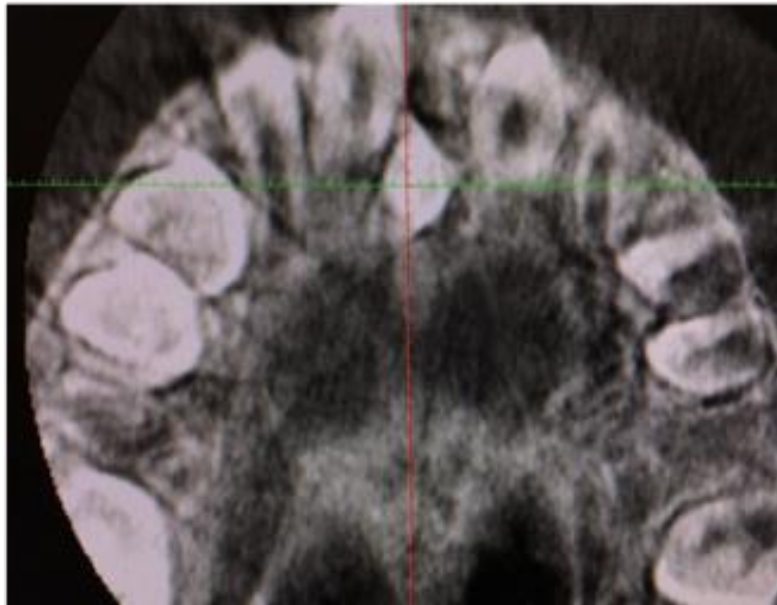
Corte axial en el CBCT donde se aprecia diente supernumerario por el paladar.
